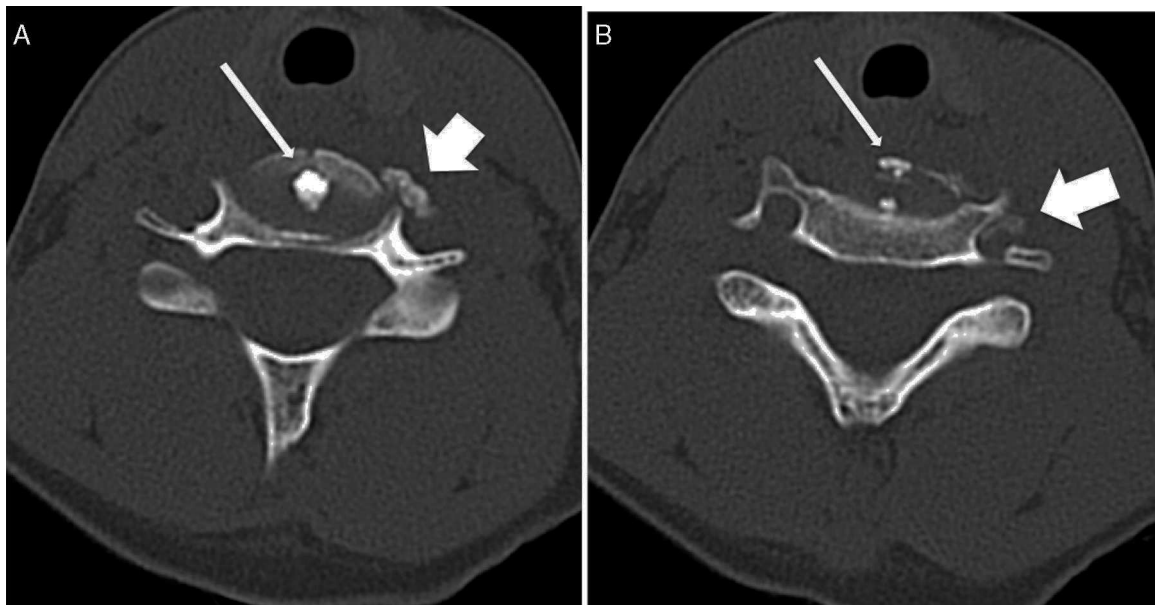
A y B. Tomografía computarizada, cortes axiales a nivel del disco C5-C6 con ventana ósea, donde se visualiza calcificación discal central (flecha fina) y protrusión antero-lateral izquierda que se extiende al agujero vertebral izquierdo (flecha gruesa).
